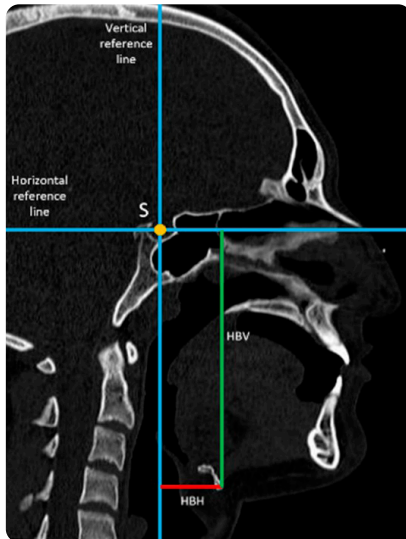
TC facial. Reconstrucción sagital con las medidas horizontal (HBH, rojo), vertical (HBV, verde). Puntos de referencia: H (hioides), Me (mentón), S (silla turca), línea Y (azul, perpendicular a S), Línea de referencia horizontal (azul, paralela a S).
